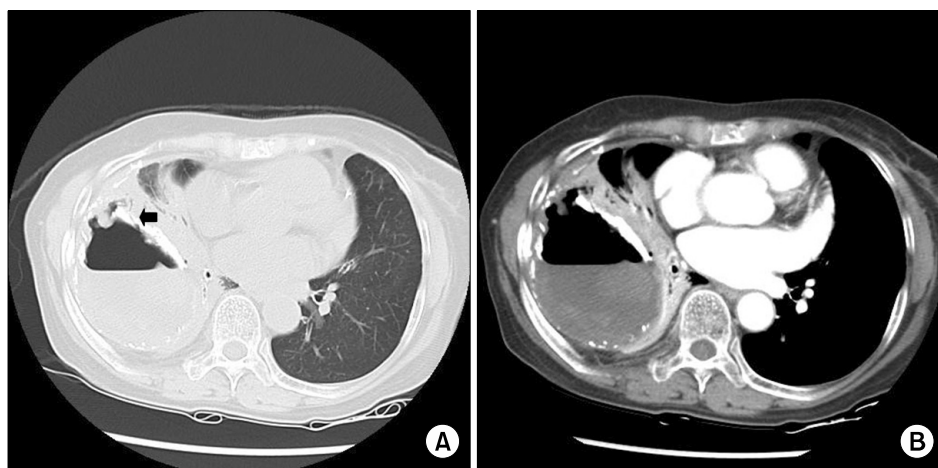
Chest CT performed from three months previously (A, B) shows a large ovoid non-enhancing inhomogeneous mass with nodular calcifications in the right posterior and lower pleura, surrounded by egg shell calcification.
